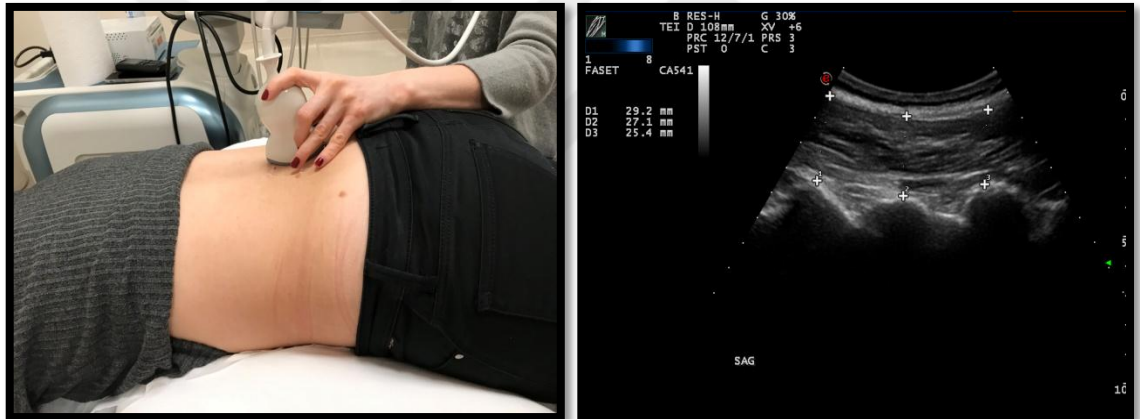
Ultrasonografi cihazı ve konveks prob
